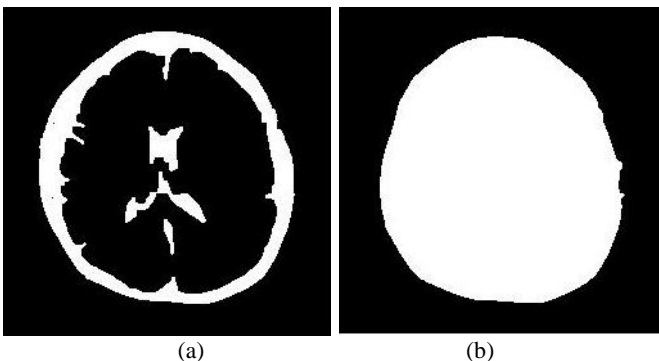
a menunjukkan hasil citra substraksi pertama yaitu mengurangi citra hasil *head masking* dengan citra hasil *thresholding* dan b menunjukkan hasil citra *opening* pertama untuk citra MRI tumor otak *sequence ax T1 memp+C* IM8. Dapat diketahui bahwa citra hasil *opening* pertama, bagian-bagian yang sempit dan penonjolan-penonjolan yang tipis lebih tidak terlihat.
